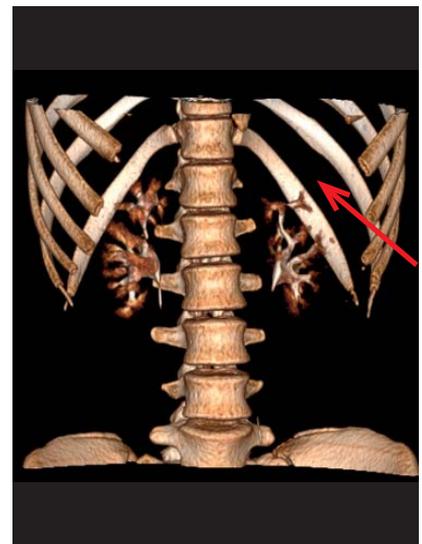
Компьютерная томография (3D-модель) почки пациента с чашечковым дивертикулом спустя 3 месяца после операции: дивертикул не обнаруживается (стрелка).
